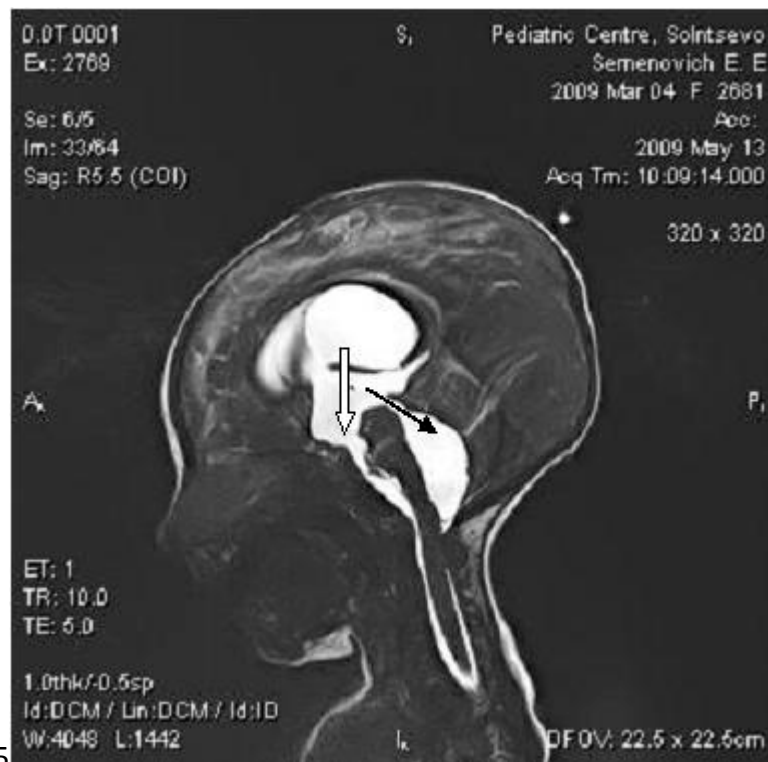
Эндоскопическая акведуктопластика. А- МРТ мозга со схемой траектории эндоскопа (стрелка). Эндоскопические изображения: Б - мембранная окклюзия водопровода мозга; В - стрелкой обозначен рабочий инструмент эндоскопа (электрод) в проекции мембраны; Г- вид после перфорации мембраны; Д- расширение входного отверстия и водопровода; Е-восстановленный просвет водопровода мозга после его бужирования.
